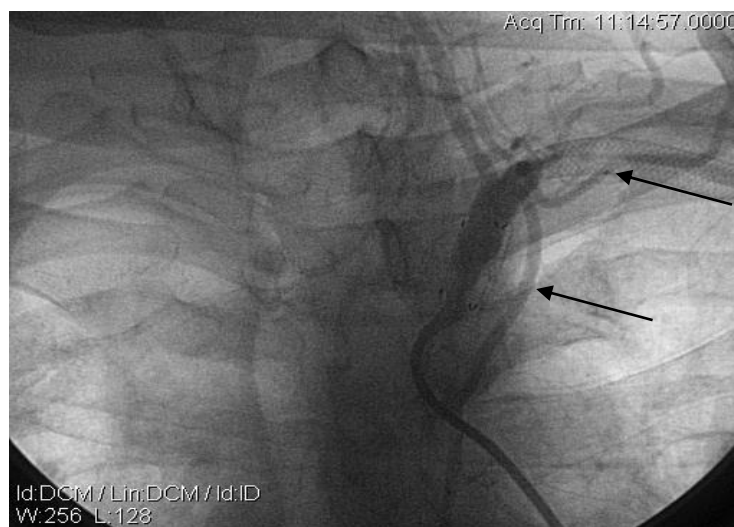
Рентгенконтрастна ангіографія хворого Б. Візуалізується рестеноз в стентах ПкА (вказаний стрілками)
